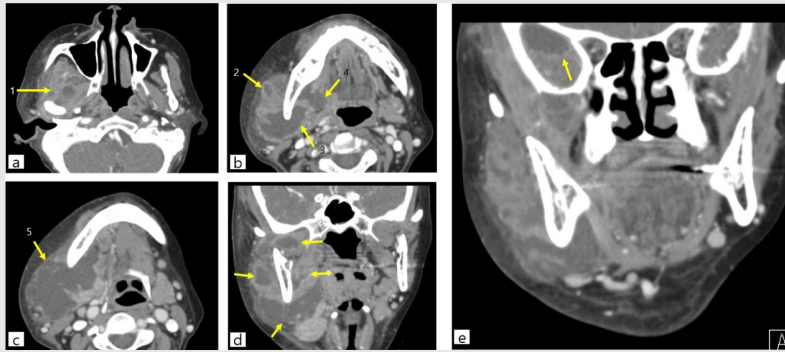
Computed tomography with contrast show maxillofacial space abscesses on the Right side.
